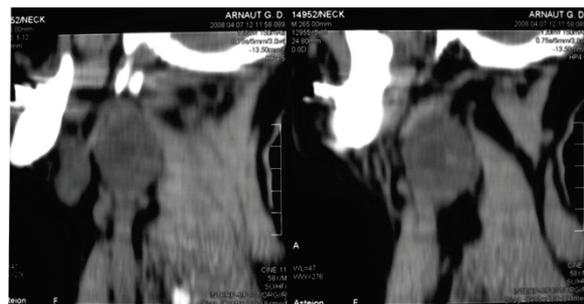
СКТ шеи у больного А (боковая проекция). Опухолевидное образование смещает бифуркацию сонной артерии медиально.
